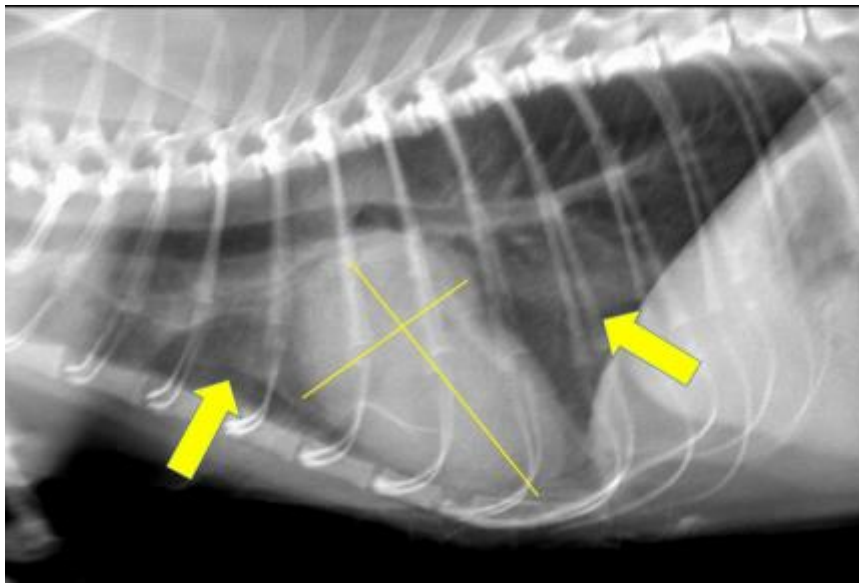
Cliché radiographique thoracique de profil (Service d'Imagerie de l'EnvA) montrant une cardiomégalie ainsi qu'une opacification alvéolaire diffuse.
